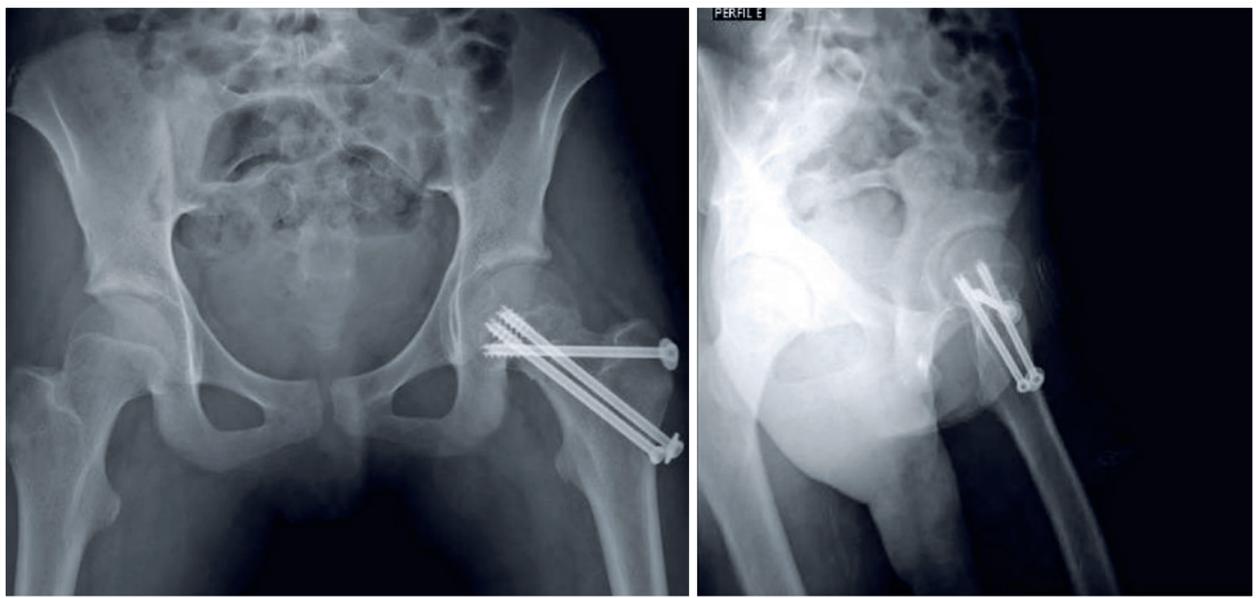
Radiografia em AP e perfil pós tratamento cirúrgico
